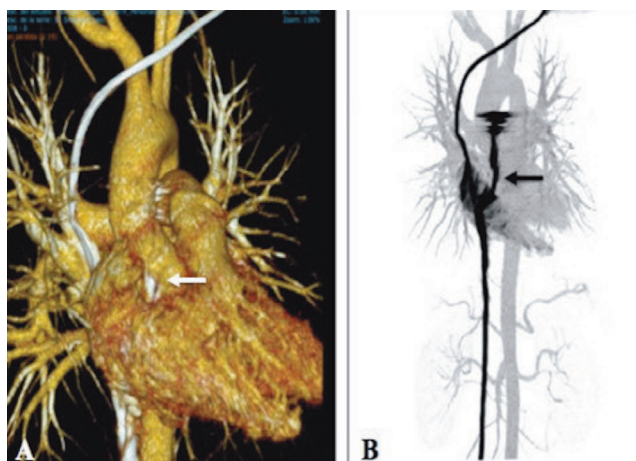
(A) Reconstrucción 3D y (B) reconstrucción vascular en tomografía contrastada de tórax donde se observa la lesión a nivel auricular (Flecha).
